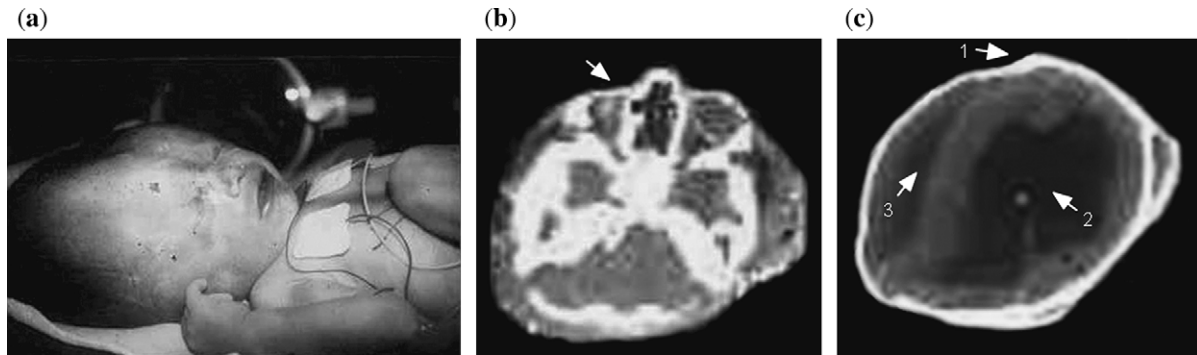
(a) Clinical photograph of patient 1 showing a dysmorphic face, and low set and malformed ears. (b and c) Different sections of the computed tomography scan in which the arrows indicate the following anomalies: (b) severe left microphthalmia, (c) overriding cranial bones; 1, hydrocephalus inside; 2, and outside of the cerebral cortex; 3. Holoprosencephaly can also be observed.
